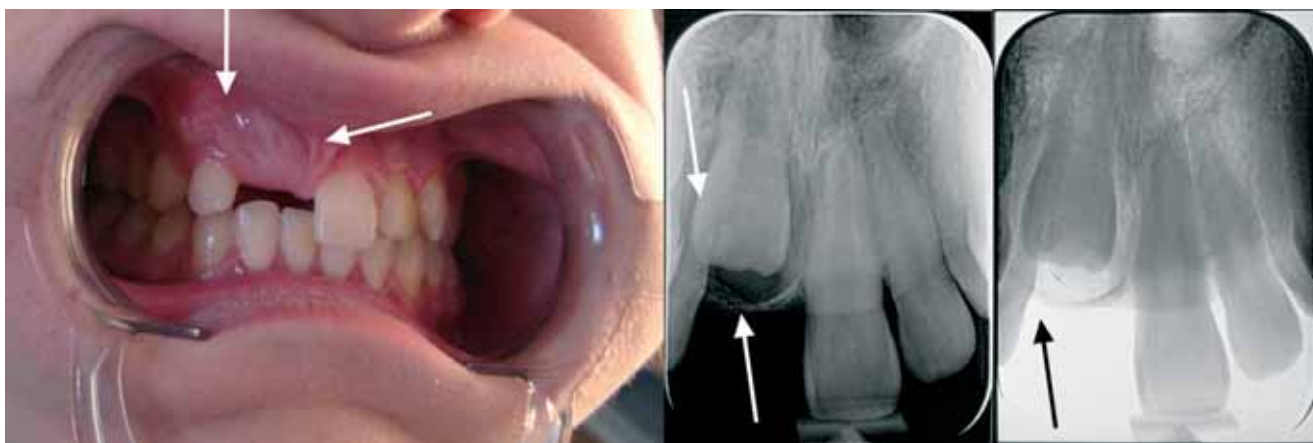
Vedere frontală a arcadei în ocluzie statică și a radiografiei retroalveolare
